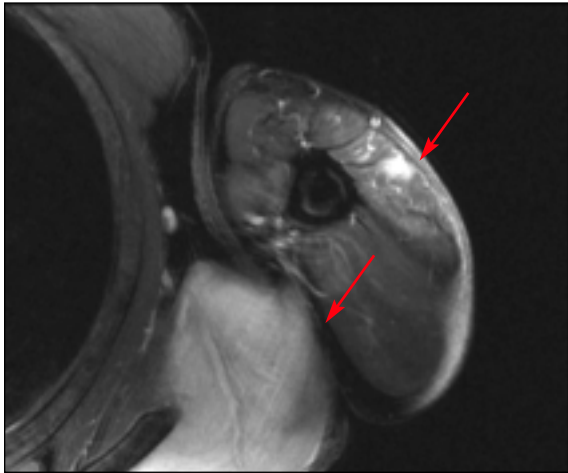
Ressonância magnética: áreas de acentuado hipersinal dos músculos grande redondo e grande dorsal traduzindo focos de miosite.
